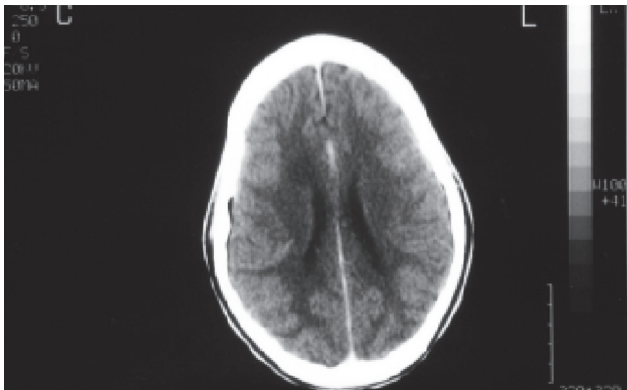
TDM normale 15 jours après le traitement
